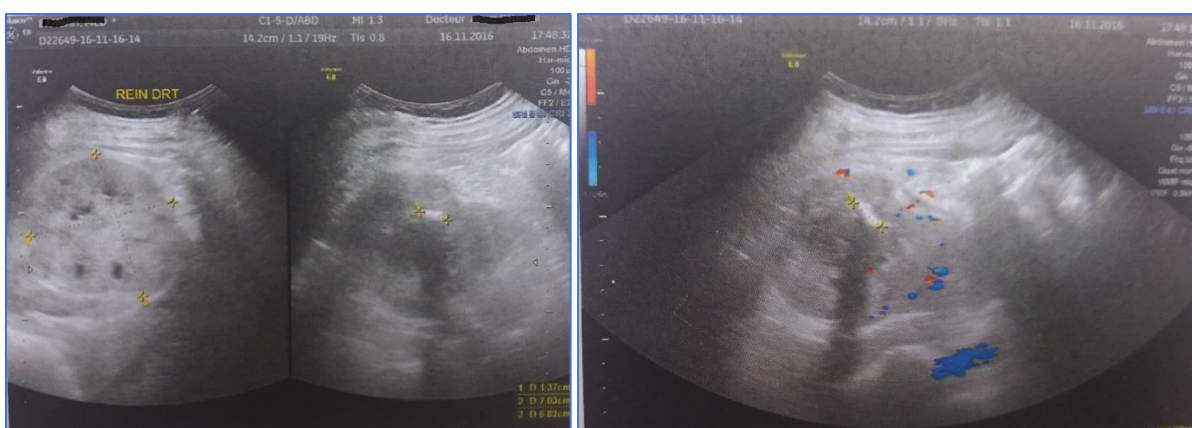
Echographie : Masse volumineuse hétérogène avec des calcifications, finement vascularisé au centre surtout en périphérie à l'écho doppler (Photo prise à l'Hôpital Militaire Mly Ismail Meknès).
